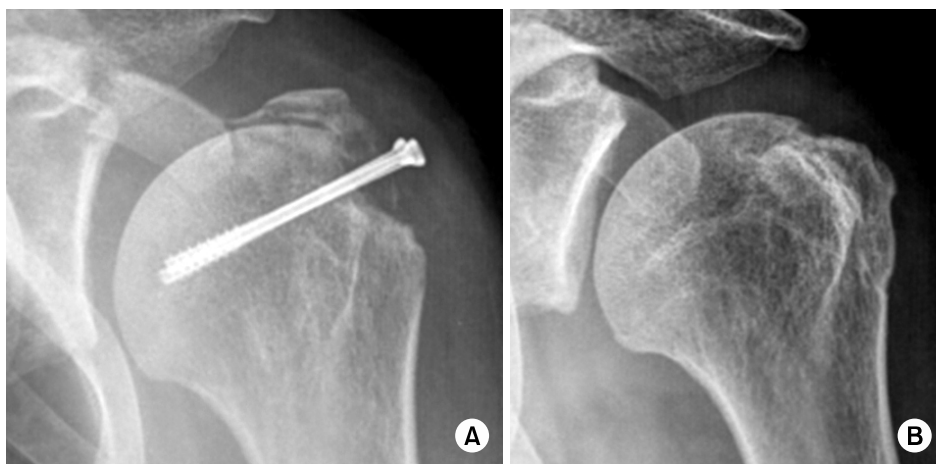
(A) Left shoulder antero-posterior view of a 51 years old female patient shows reduction failure after fixation by two cannulated screws for isolated humerus greater tuberosity fracture. (B) Seven months after the revision surgery, radiograph shows that complete bone union was obtained.
